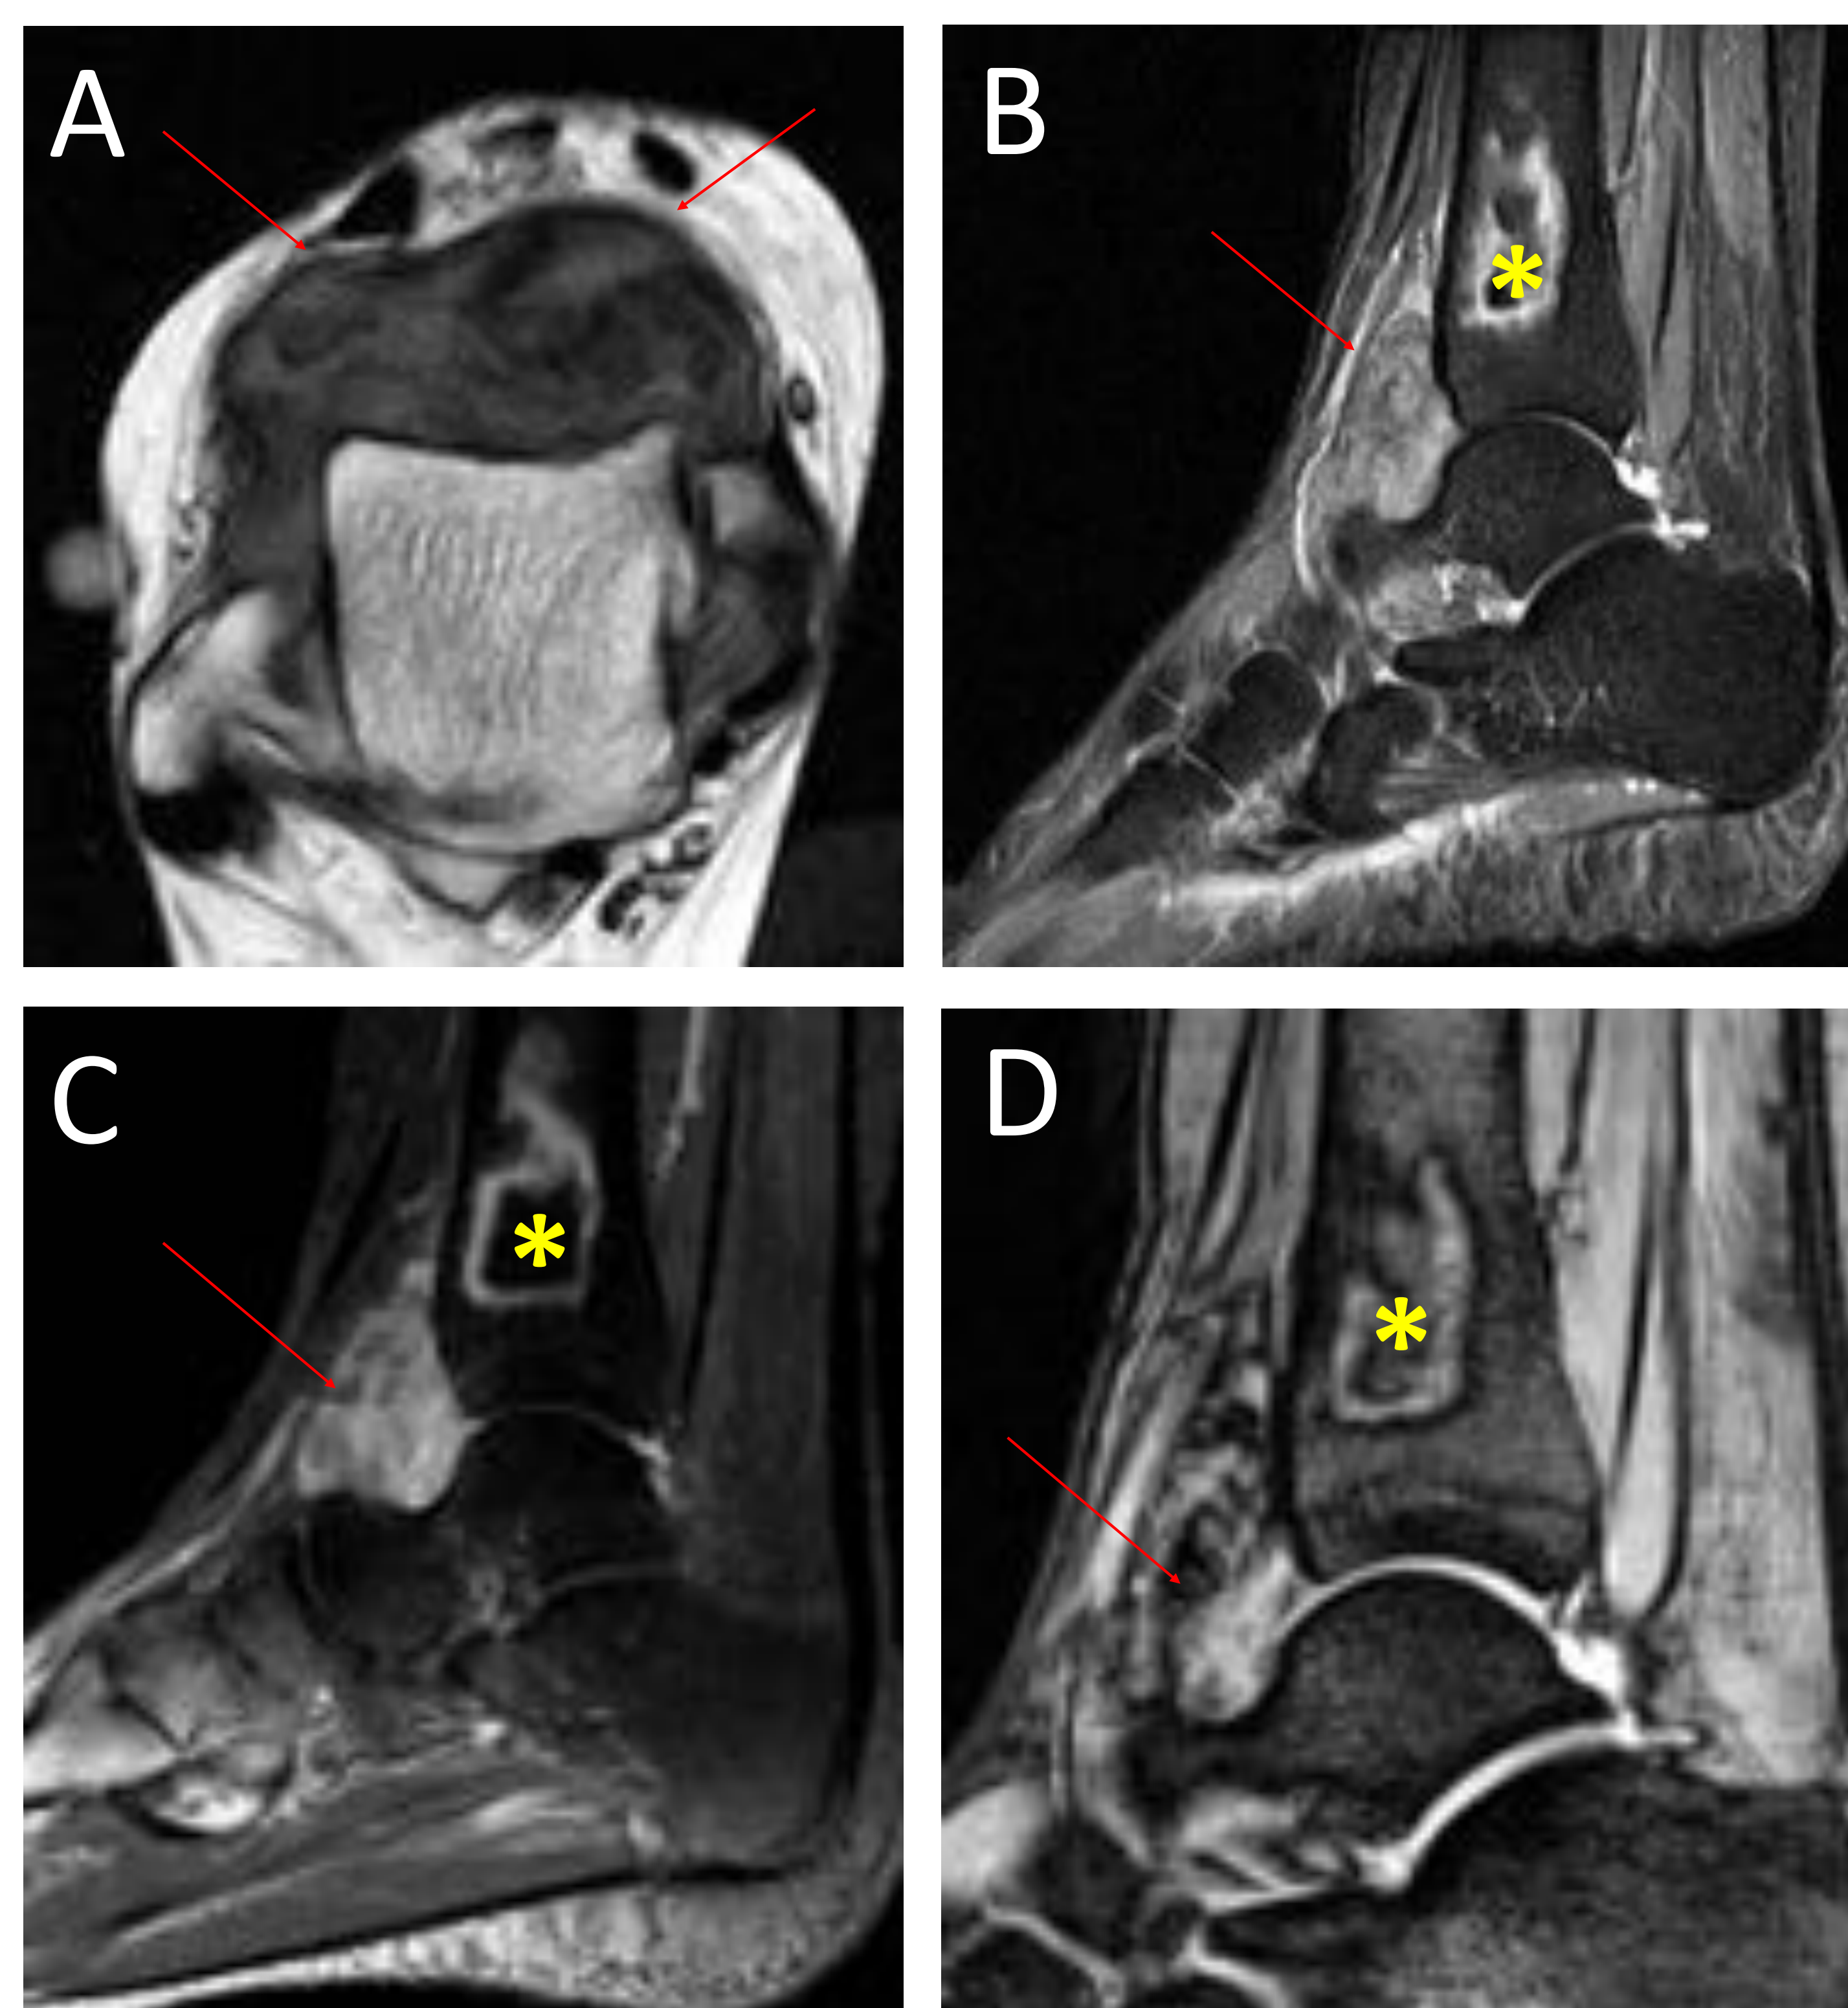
RM axial T2 (A) y sagitales STIR (B), T1 con contraste (C) y T2 eco de gradiente (D) de tobillo.
